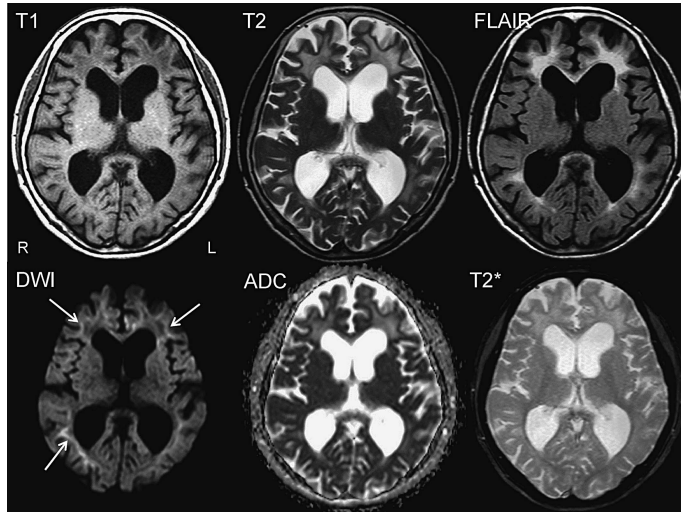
MR images in a patient (65-year-old female) who was suspected of having HDLS, but was not confirmed to carry any mutation in the hot-spot regions (exons 12–22) in *CSF1R*
